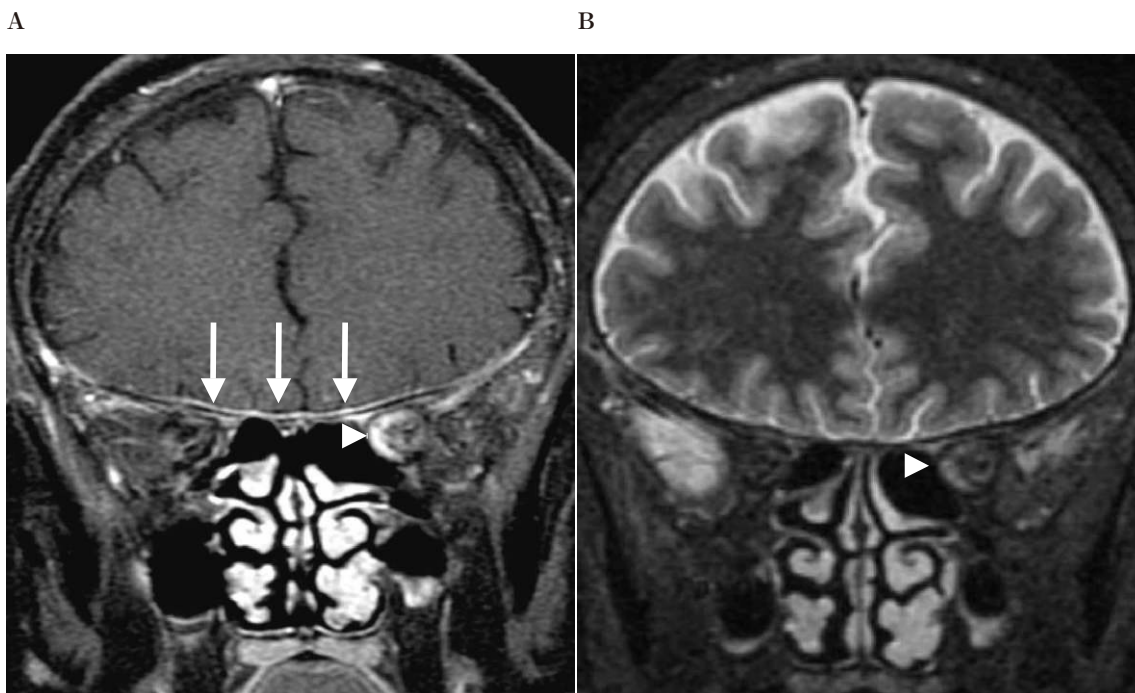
入院時の頭部 magnetic resonance imaging (MRI) 所見.
